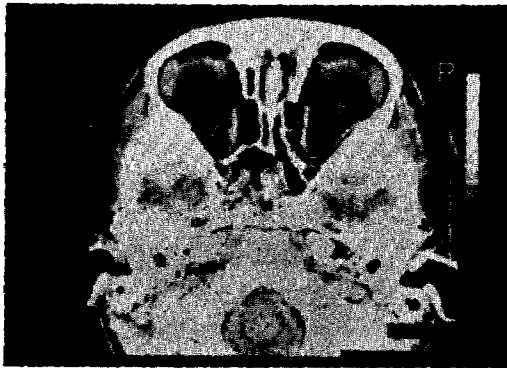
Brain CT scan after two months of chemotherapy.
